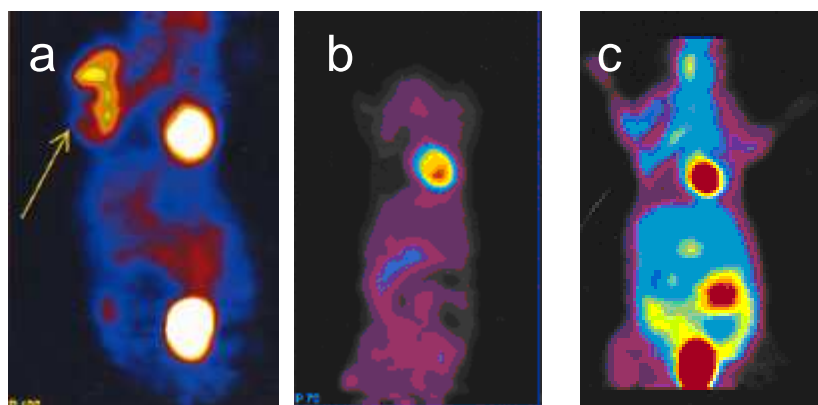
Estudios PET-[¹⁸F]-FDG realizados a la rata. a) lesión tumoral, b) estudio Post-tratamiento y c) Imagen de control.
